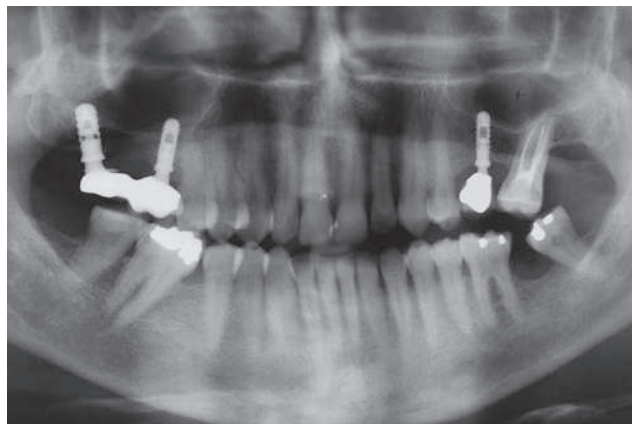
Follow up radiografico a 12 anni dal carico. Notare il rimodellamento osseo sull'impianto in zona 1.6
